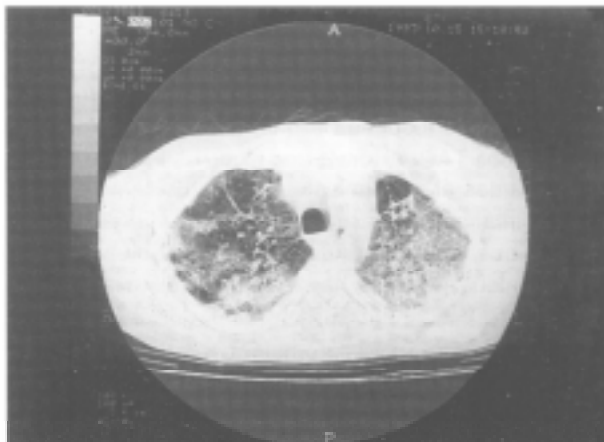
TAC; día 15-10-97.
